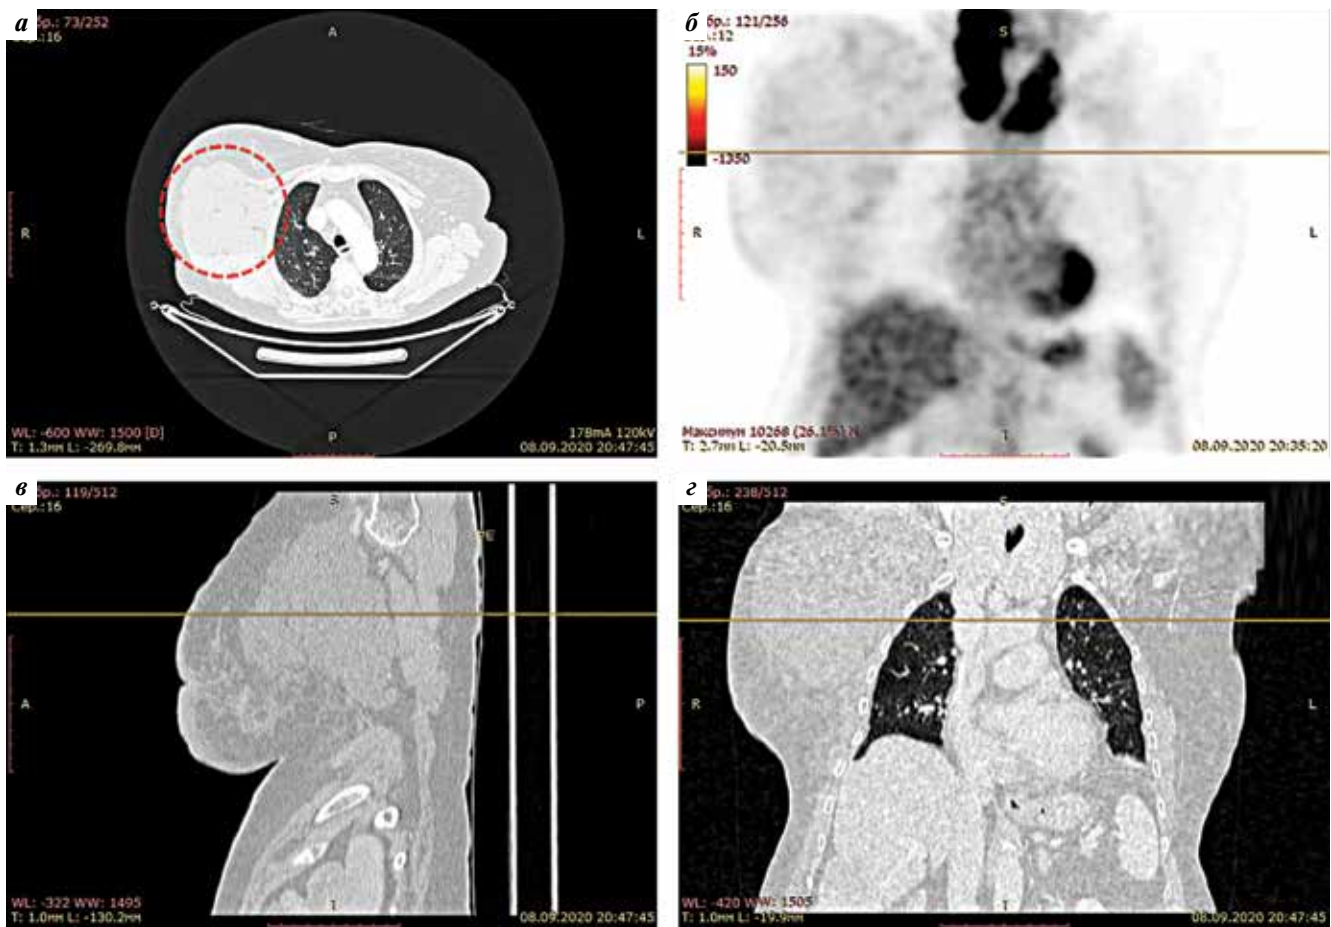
Позитронно-эмиссионная томография, совмещенная с компьютерной томографией: а – аксиальная, б – корональная, в – сагиттальная, г – корональная плоскости
